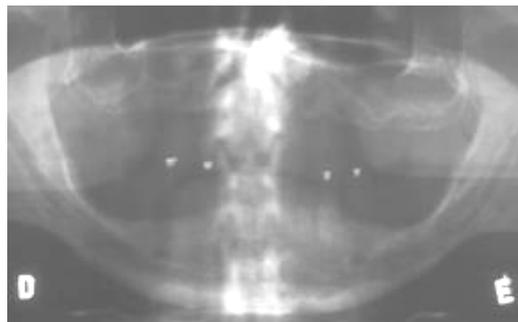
Radiografia panorâmica onde pode-se observar a relação espacial entre a posição dos marcadores e a emergência dos forames mentonianos.
